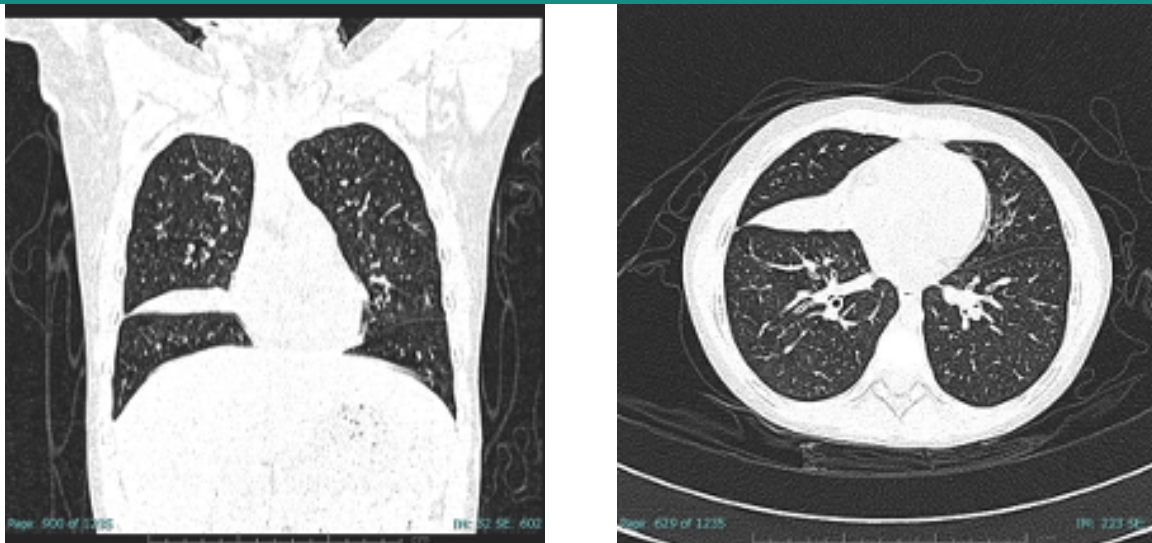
Tomografía pulmonar de alta resolución en plano coronal y transversal.
